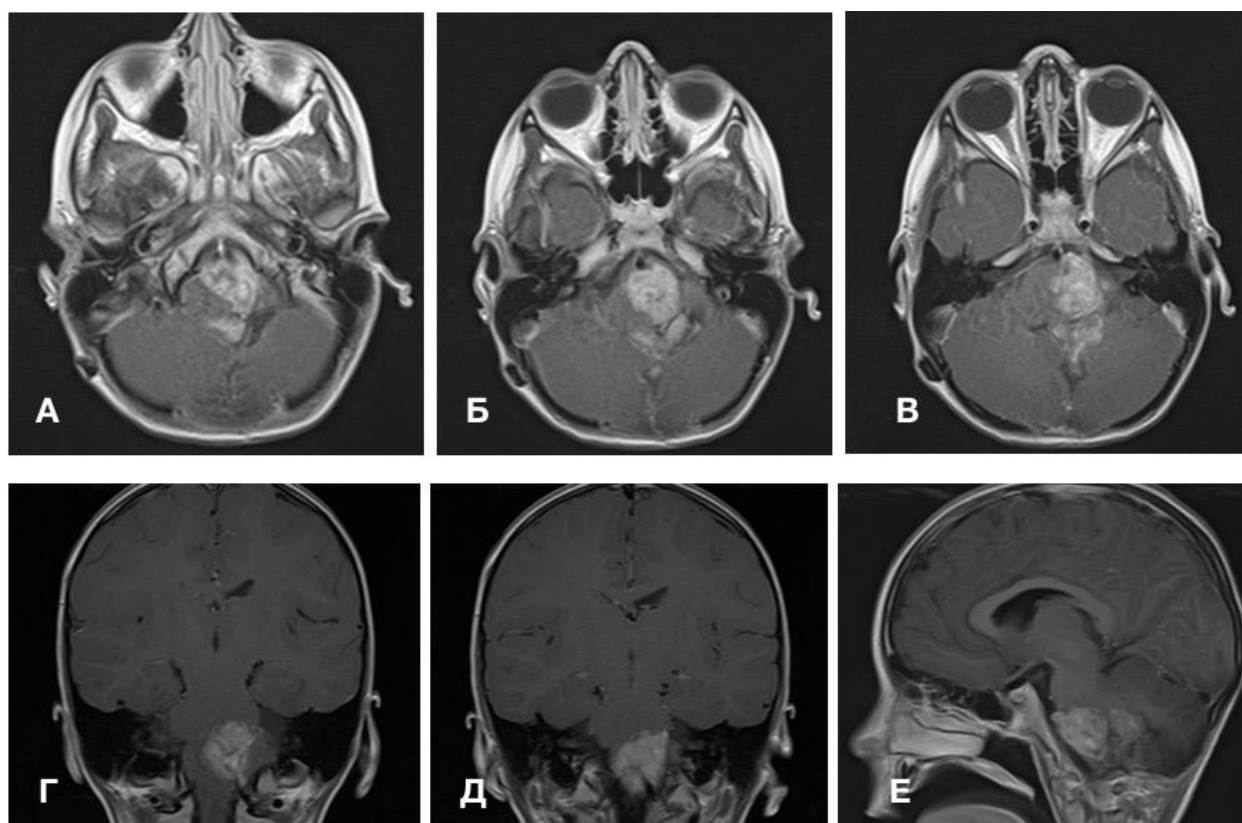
Дооперационные МРТ пациента М. А–В – T1+Gad аксиальные МРТ;
